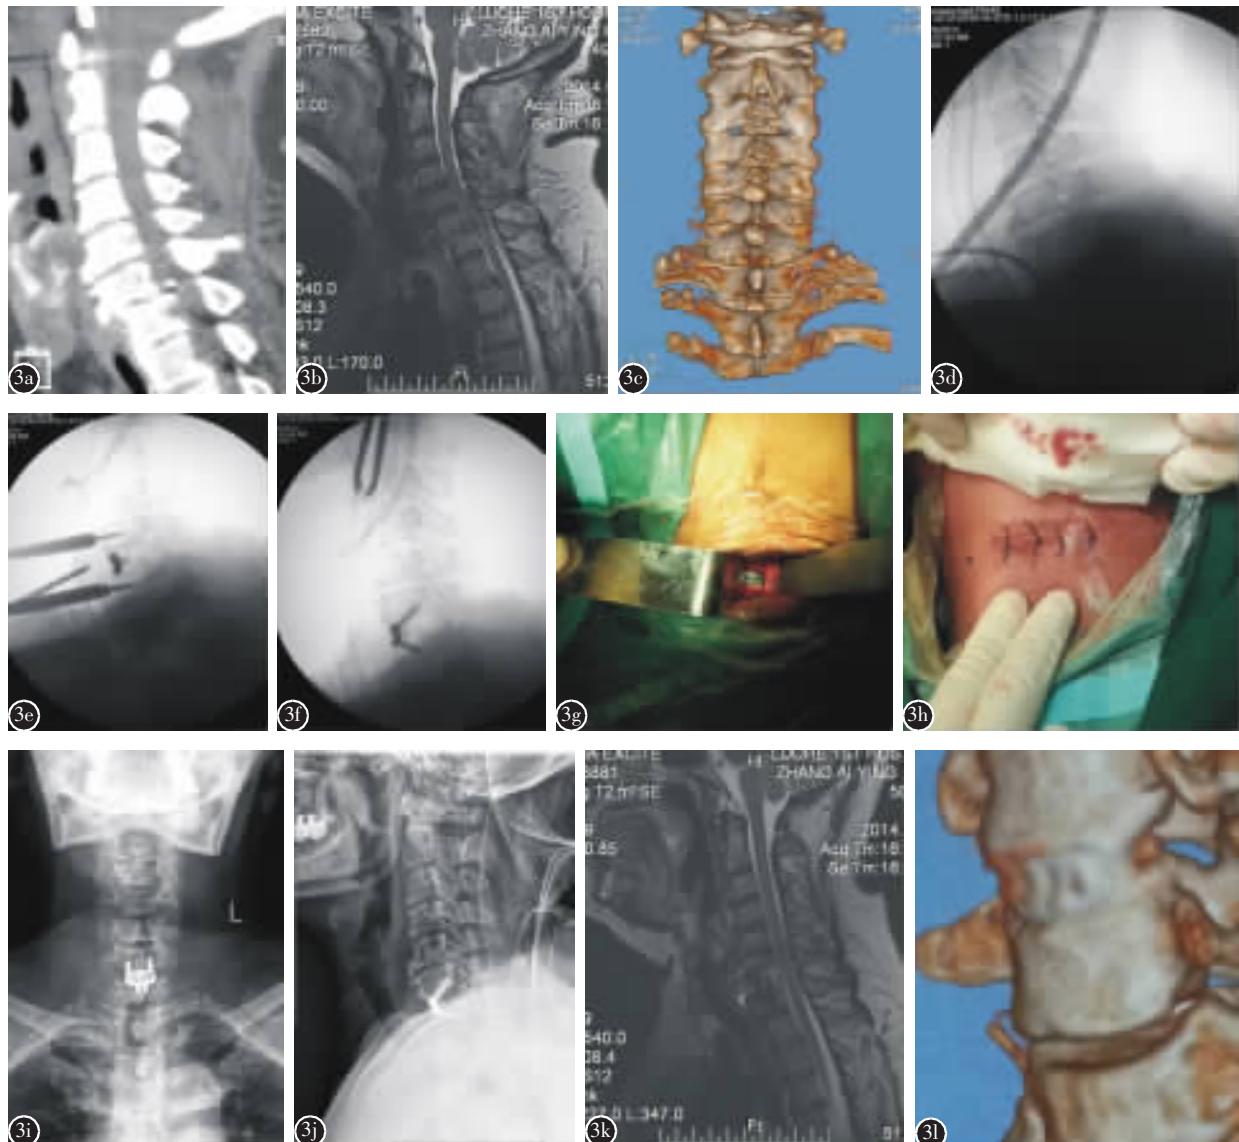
患者女,49岁 a 术前颈椎 CT 示 C6/7 脱位,C6 椎体后下缘有一小骨块 b 术前颈椎 MRI 示 C6/7 脱位,C6/7 水平脊髓受压、脑脊液中断 c 三维 CT 示 C6/7 右侧关节突绞锁、左侧关节突出现“尖对尖” d 术中透视:全麻下颅骨牵引重量 15kg、10min 时,C6/7 椎间隙增大但脱位未纠正,C7 上关节突存在骨折 e 术中透视:切除椎间盘减压、将撑开钉置于左侧颈长肌内缘后,用 Caspar 撑开器撑开并行偏中心单侧撬拨,脱位完全纠正,已置入 Zero-P f 术中透视显示 C6/7 椎间隙置入 Zero-P g,h 术中照片示颈椎前路 4cm 的小切口即可完成椎间撑开、椎间盘切除减压、脱位复位、Zero-P 内固定的操作 i,j 术后颈椎正侧位 X 线片示 C6/7 脱位完全纠正 k 术后 MRI 示脊髓受压完全解除、脑脊液通畅、C6/7 脱位完全纠正 l 术后 3 个月三维 CT 示融合器位置良好,椎间融合
